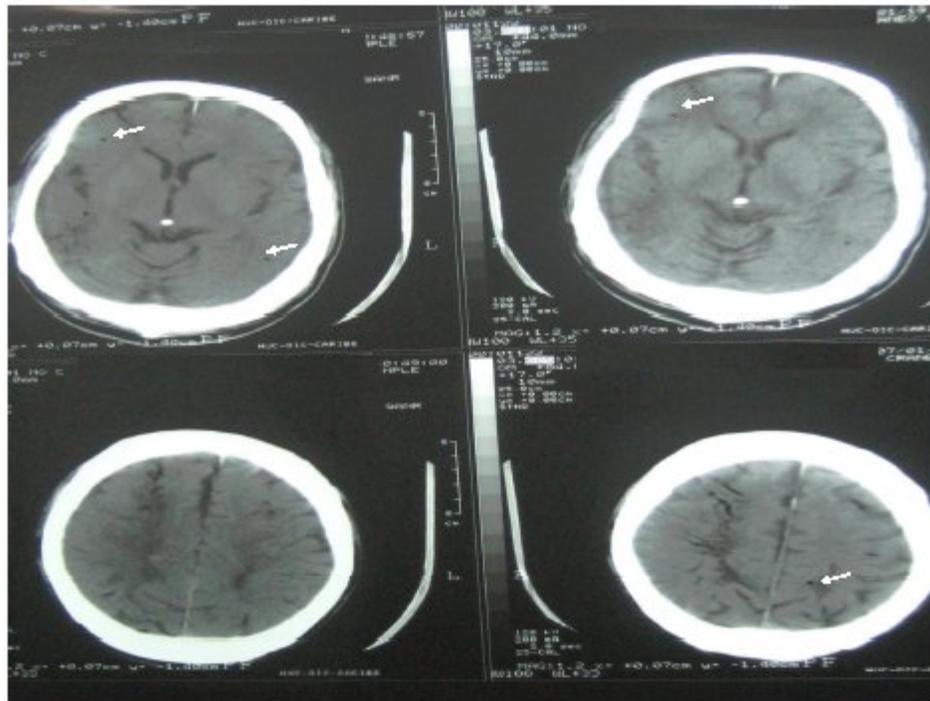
TAC cerebral simple que muestra pequeñas zonas hipodensas difusas en parénquima cerebral
